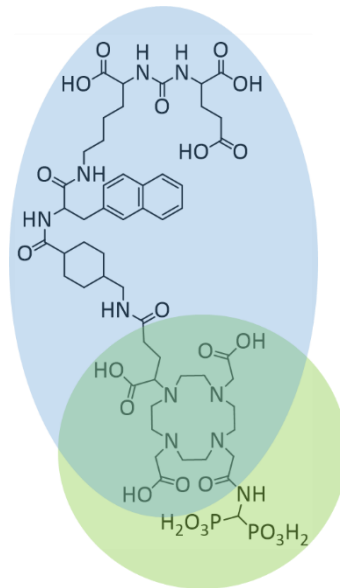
Struktur von BPDPSMA auf Basis von BPAMD (grün) und PSMA-617 (blau).
